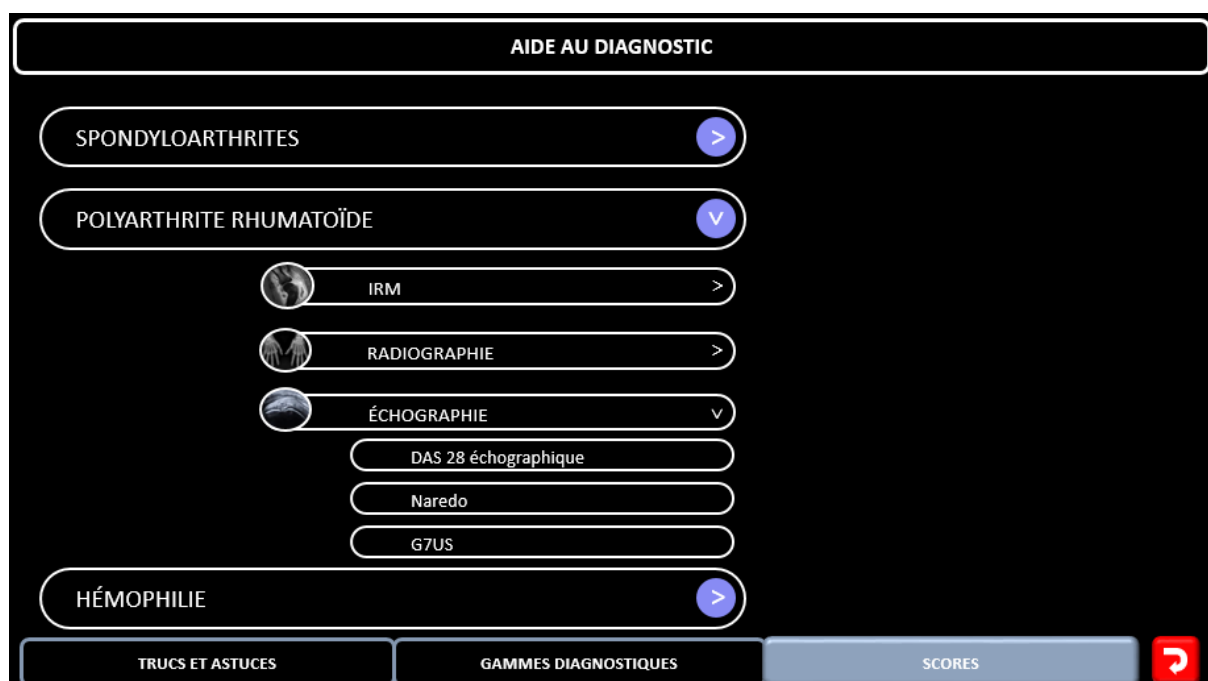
Sous-menu scores échographiques de la polyarthrite rhumatoïde
